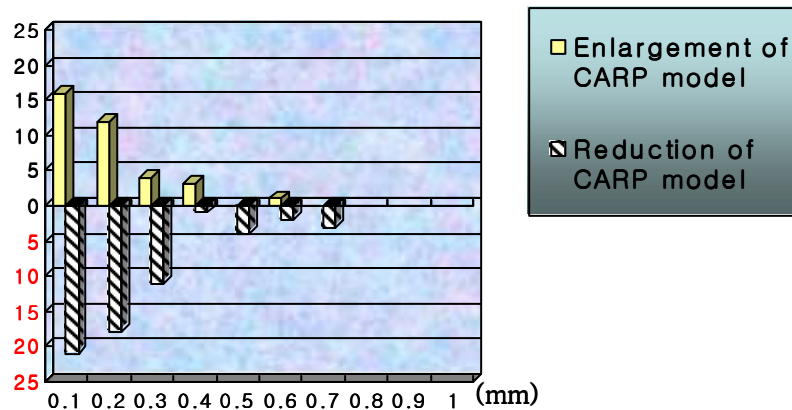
Error distribution between 3D CT image model and CARP model
